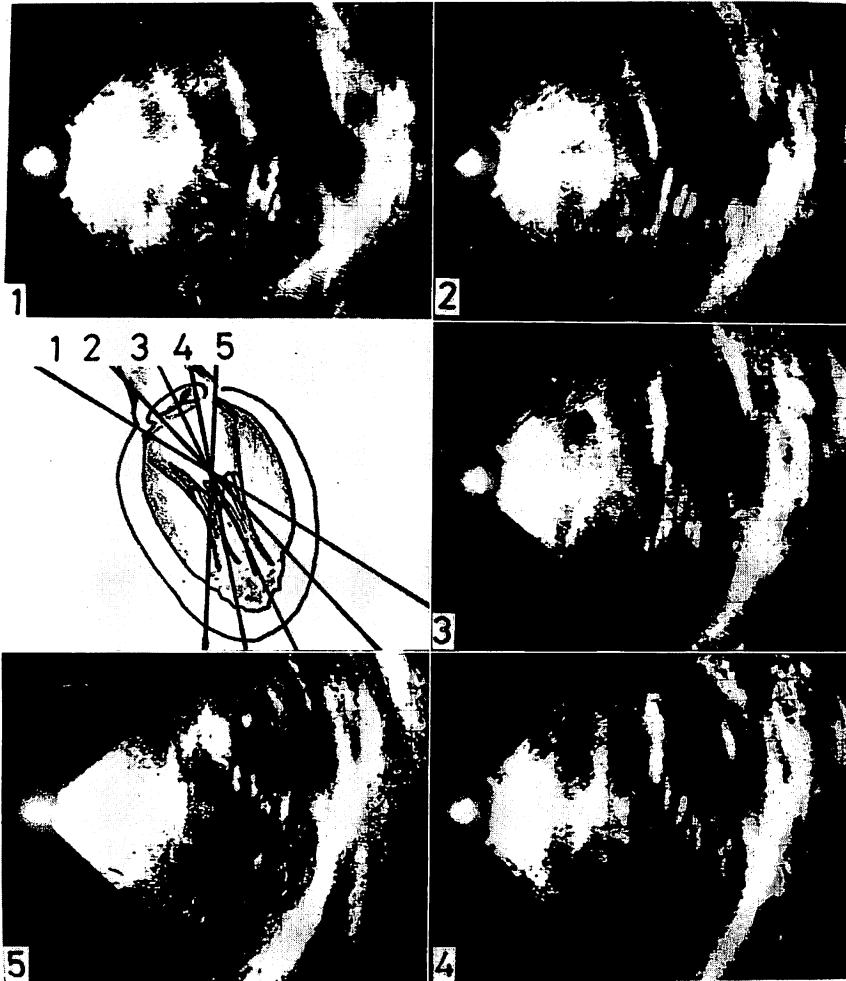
Ultrasono-cardiotomograms in MI.
